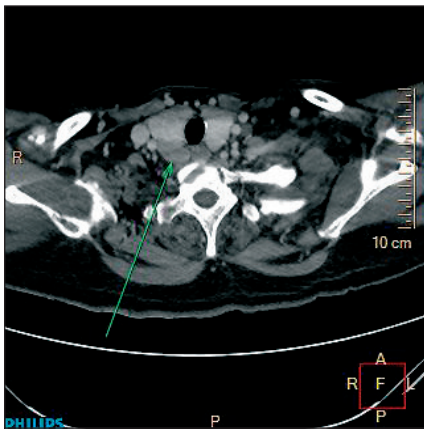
Мультиспиральная КТ шеи
